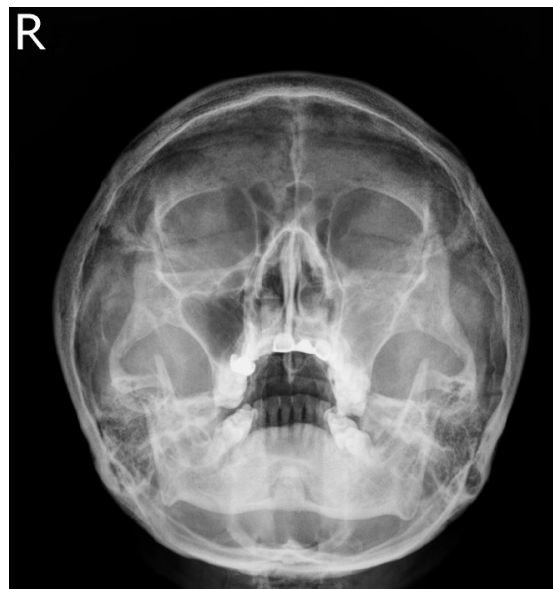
Paranasal sinus X-ray showed haziness of left maxillary sinus.
